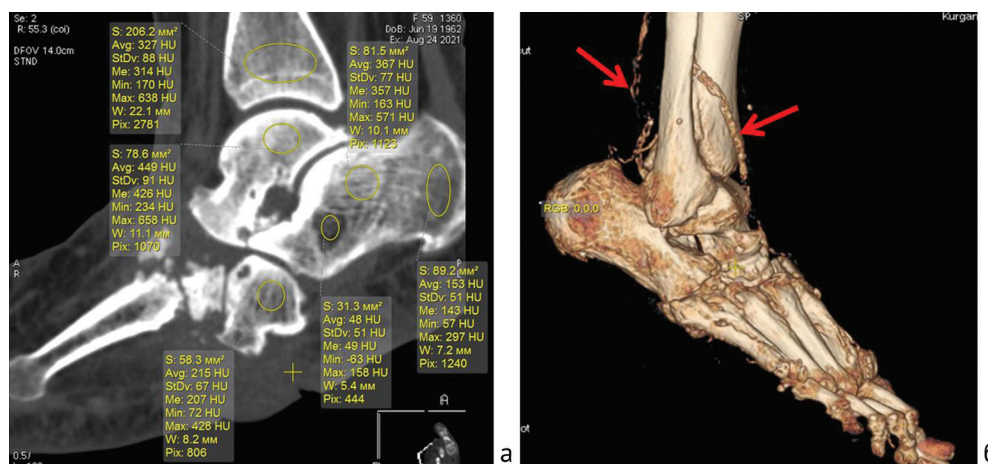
МСКТ стоп больных ДНОАП. МРР в сагиттальной плоскости, определение плотности пяточной, таранной, большеберцовой костей (а), VRT, медиакальциноз артерий (стрелки) (б)
